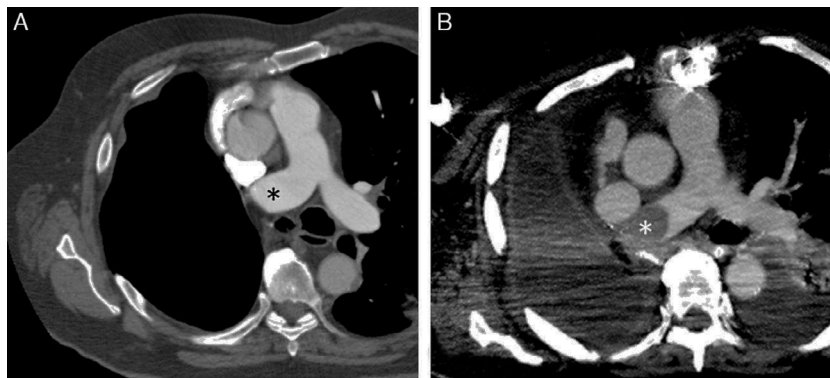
A) Imagen axial de la TC de tórax, 6 meses después de la neumonectomía, en la que se observa el muñón de la arteria pulmonar principal derecha (asterisco) sin defectos de repleción en su interior. B) Imagen axial de la TC de tórax, 8 semanas después de la reparación del fístula broncopleurales, que muestra un defecto de repleción convexo (asterisco) de nueva aparición en el muñón de la arteria pulmonar principal derecha.
